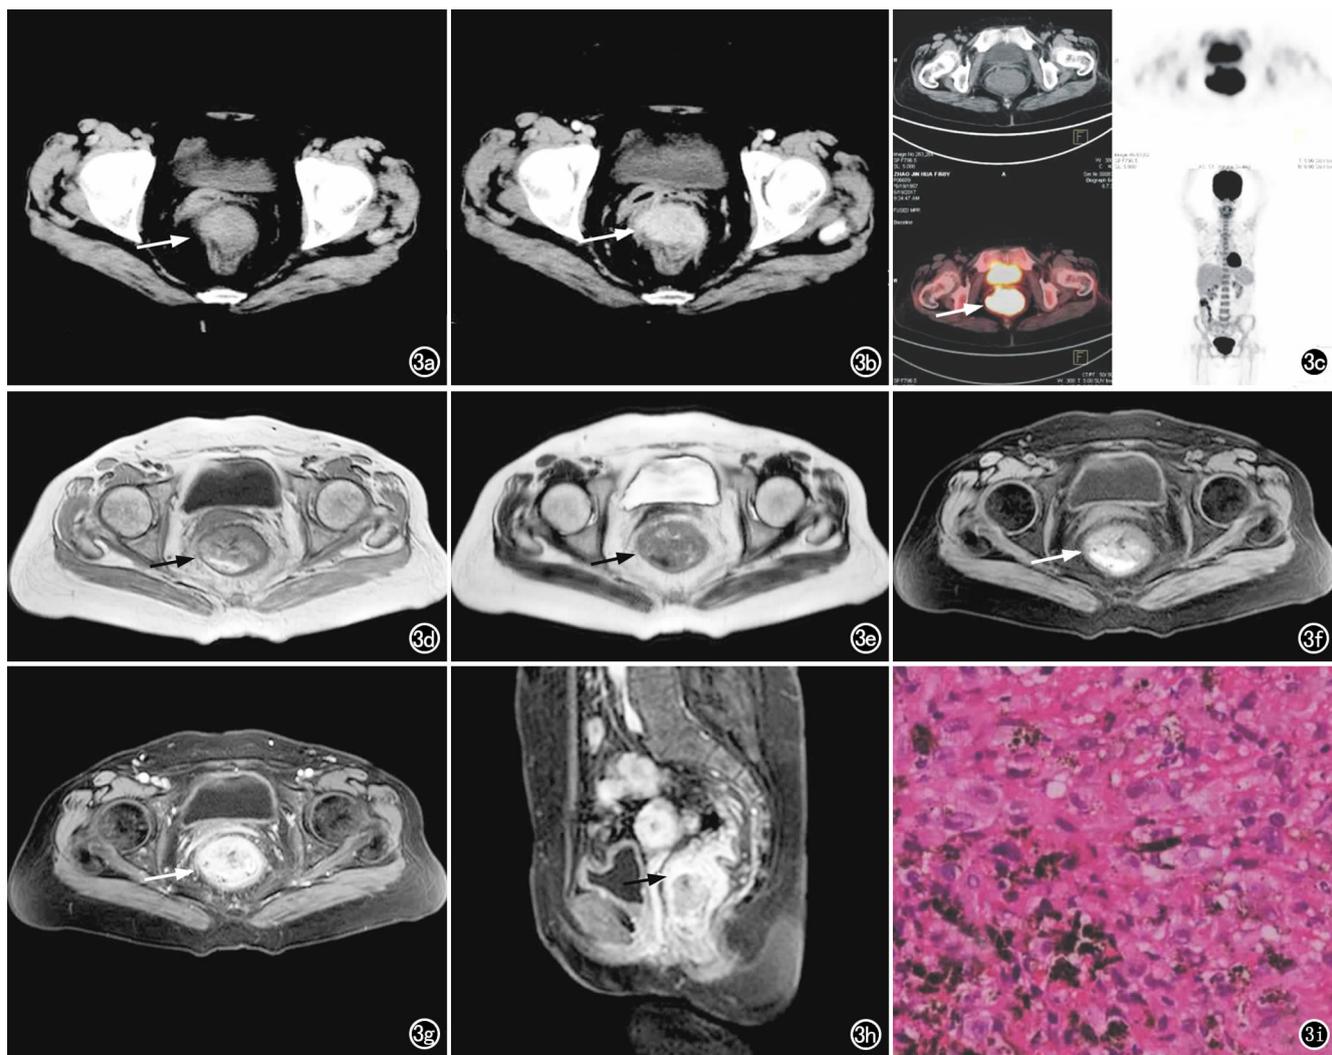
肛管直肠黑色素瘤患者,女,60岁。a) CT平扫示肛管直肠部蕈伞型肿块突向肠腔(箭); b) CT增强扫描示肿块呈中度较均匀强化(箭); c) PET/CT示肿块放射性分布浓聚(箭); d) T₁WI示肿块呈高低混杂信号,以高信号为主(箭); e) T₂WI示肿块呈高低混杂信号,以低信号为主(箭); f) 脂肪抑制T₁WI示肿块呈高低混杂信号,信号未见明显改变(箭); g) 脂肪抑制T₁WI增强扫描示肿块呈不均匀强化(箭); h) 脂肪抑制T₁WI矢状面增强扫描示肿块呈不均匀强化(箭),上部见增多增粗血管影及肠周脂肪浸润; i) 镜下示肿瘤细胞内及细胞间见多发棕色的黑色素颗粒(×400, HE)。
